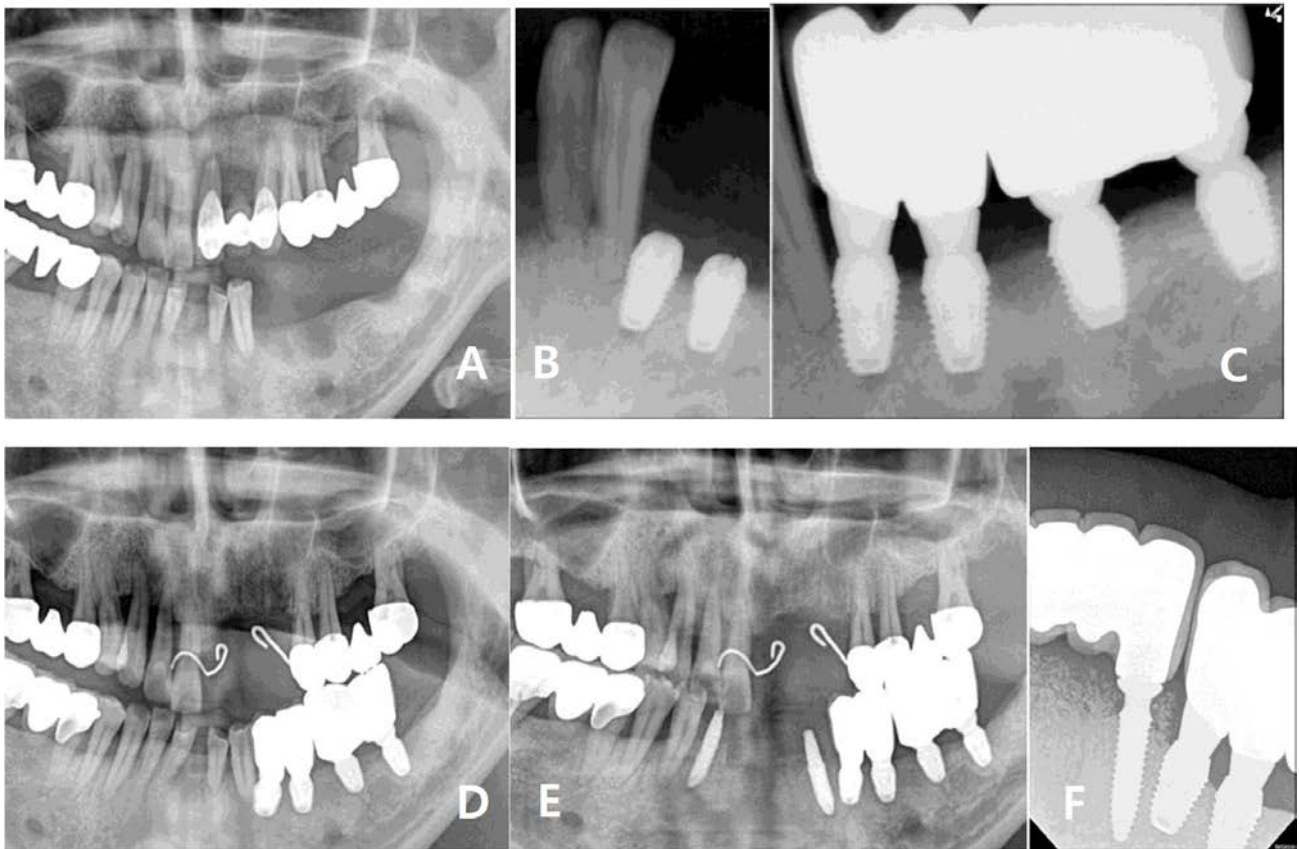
(A) Initial panoramic radiograph. Alveolar bone was resorbed more than 1/3 of #33 root. (B) Postoperative periapical view. Root of #33 was contacted with implant. (C) Periapical radiograph 4 months after implant placement. (D) Panoramic radiograph 10 months after implant placement. (E) The invaded tooth was extracted and implant was placed immediately after 11 months. (F) Periapical radiograph 30 months after implant placement.
